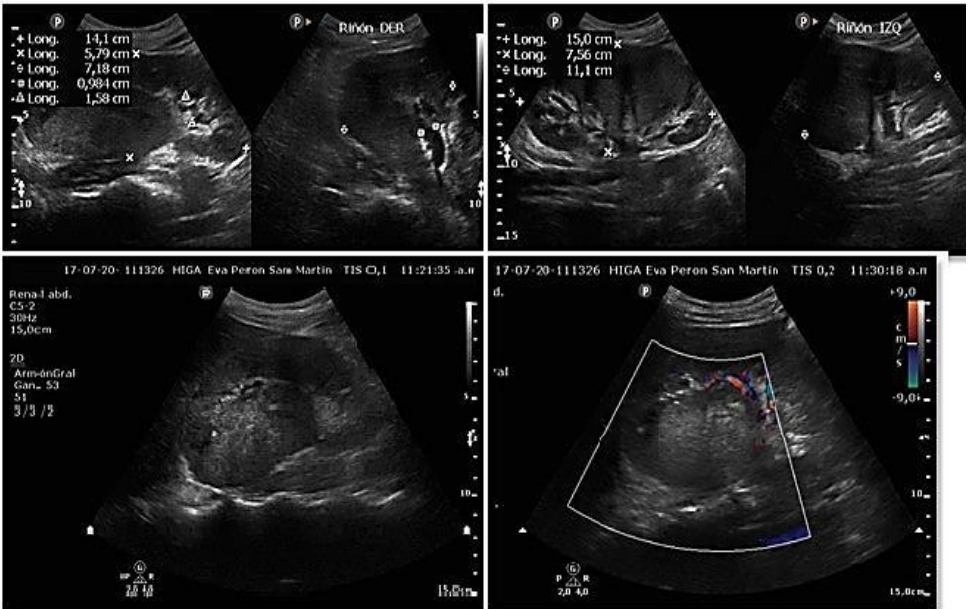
Ecografía renal: Ambos riñones ortotópicos, aumentados de tamaño, hiperecogénicos (sugestivo de posibles focos hemorrágicos) de ecoestructura heterogénea difusa y perdida de la diferenciación cortico-medular.
